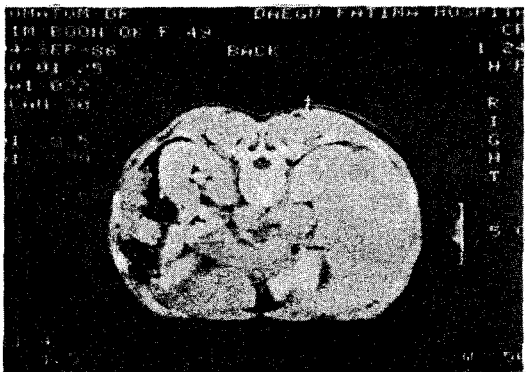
CT guided Needle Position, Right side.
